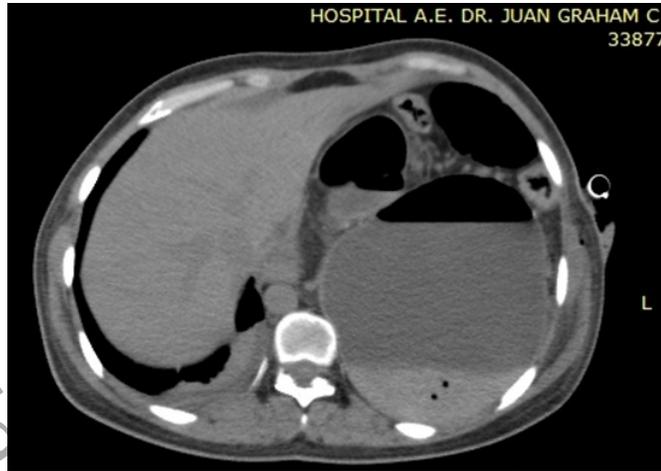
Tomografía simple toracoabdominal, corte axial. Se aprecia ocupación del hemitórax izquierdo por contenido abdominal con pérdida del volumen y con broncograma aéreo en pulmón izquierdo.
